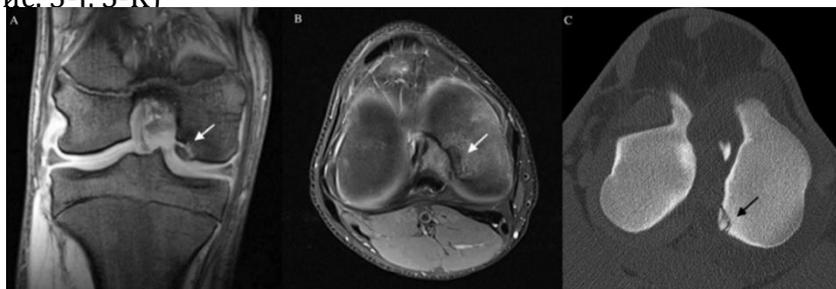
МРТ. Стрелкой указан отделяемый секвестр по медиальной поверхности бедренной кости при болезни Кёнига-1. Вокруг секвестра прослеживается зона внутрикостного отёка.
